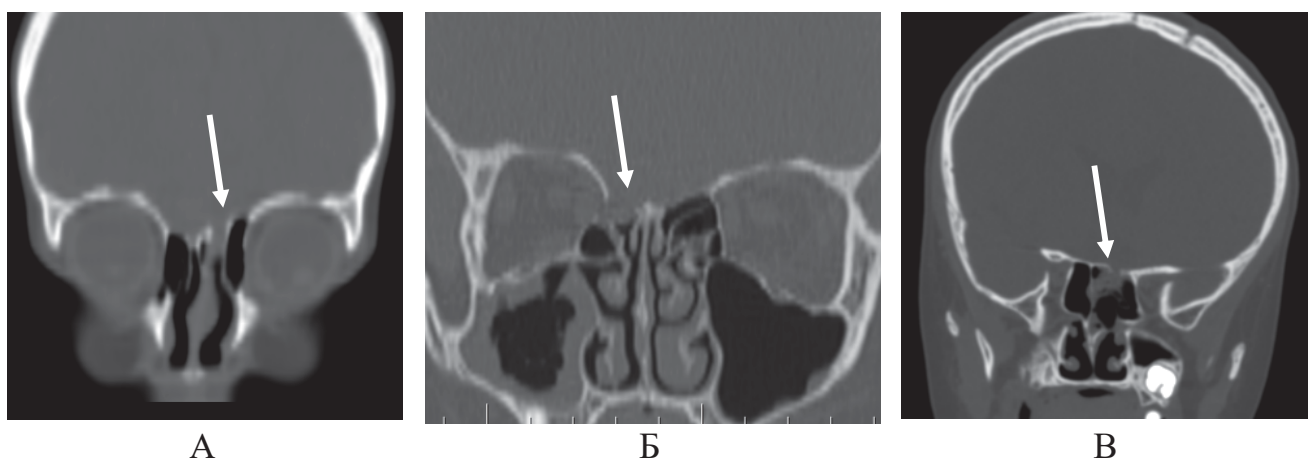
А, Б, В - КТ головного мозга у пациентов с базальными энцефалоцеле после операции, фронтальная проекция, рубцовые изменения в области дефекта (указано стрелками)
